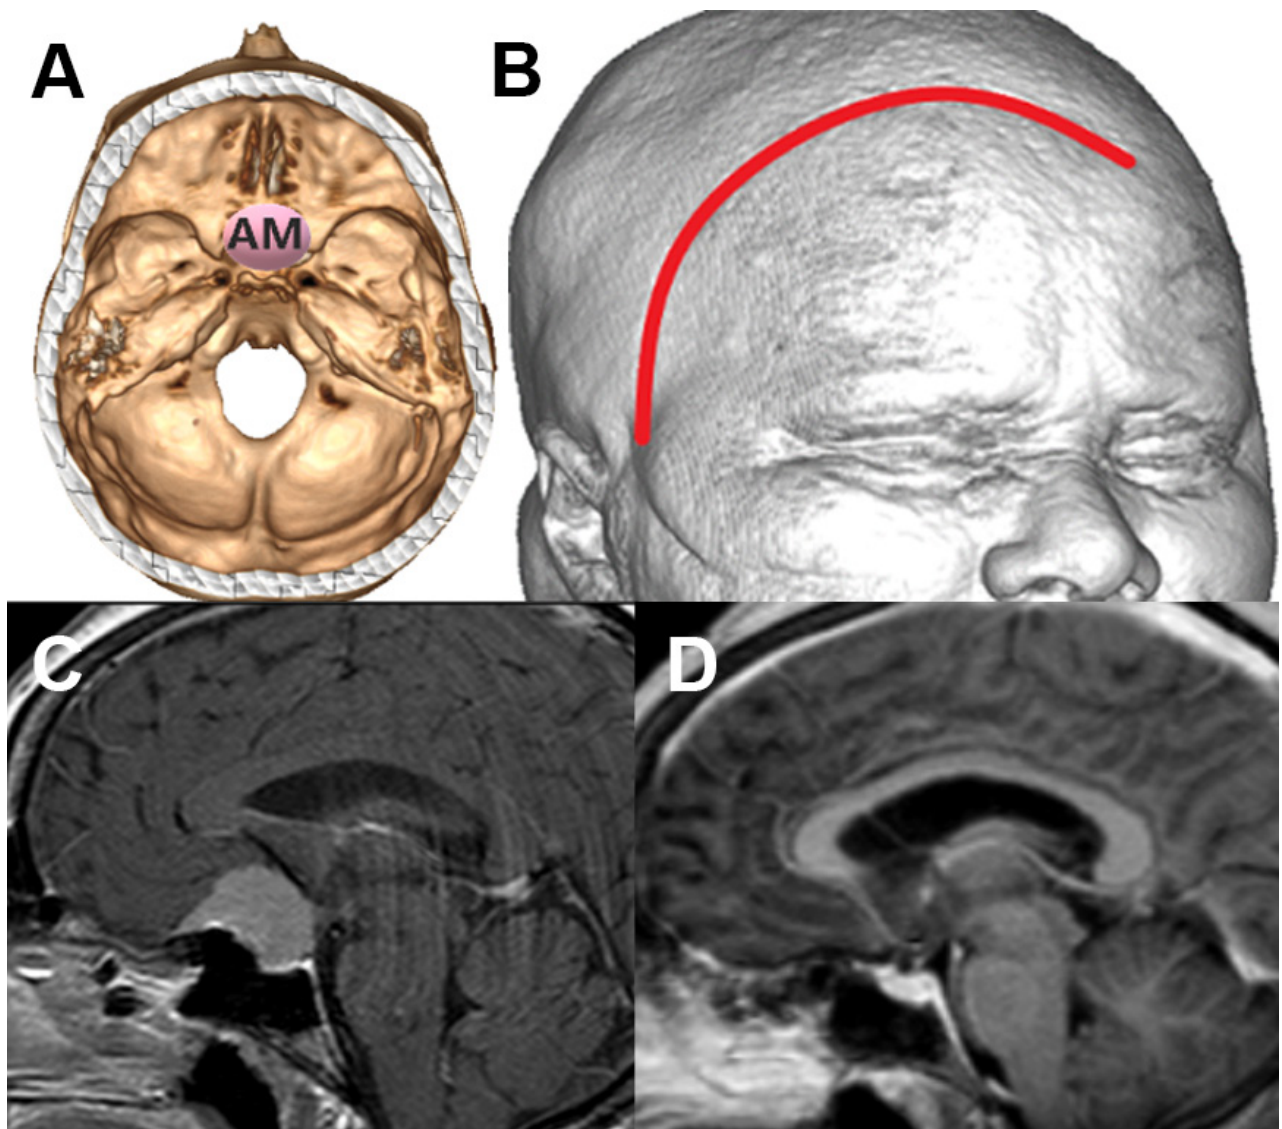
Paciente con meningioma de base de cráneo anteromedial (AM) (1 punto), tamaño menor de 5 cm (1 punto), sin invasión ósea (1 punto), puntaje total: 3, alta probabilidad de resección total. A: localización de lesión en base de cráneo. B: reconstrucción 3D con abordaje. C: resonancia con contraste corte sagital prequirúrgica. D: resonancia con contraste corte sagital posquirúrgica con resección total.
